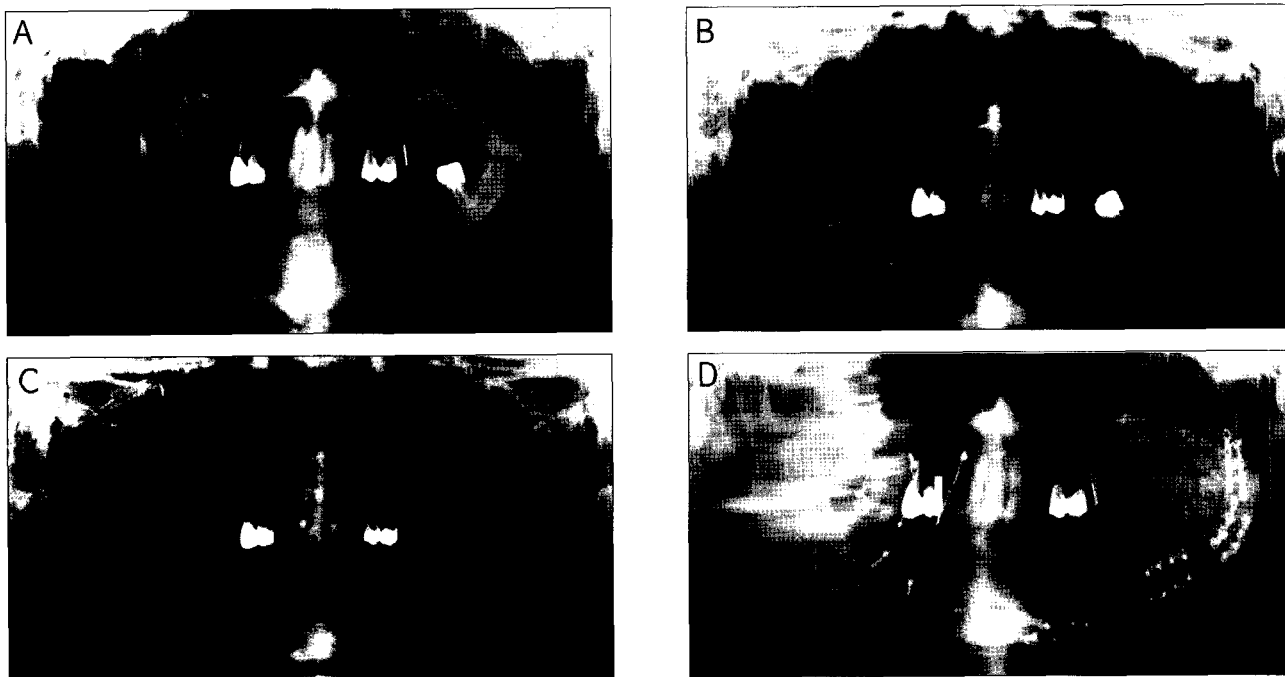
A : Preoperative radiographic features showing irregular lytic changes of mandibular trabecular pattern in mottled radiolucent appearance on left mandibular edentulous ridge
